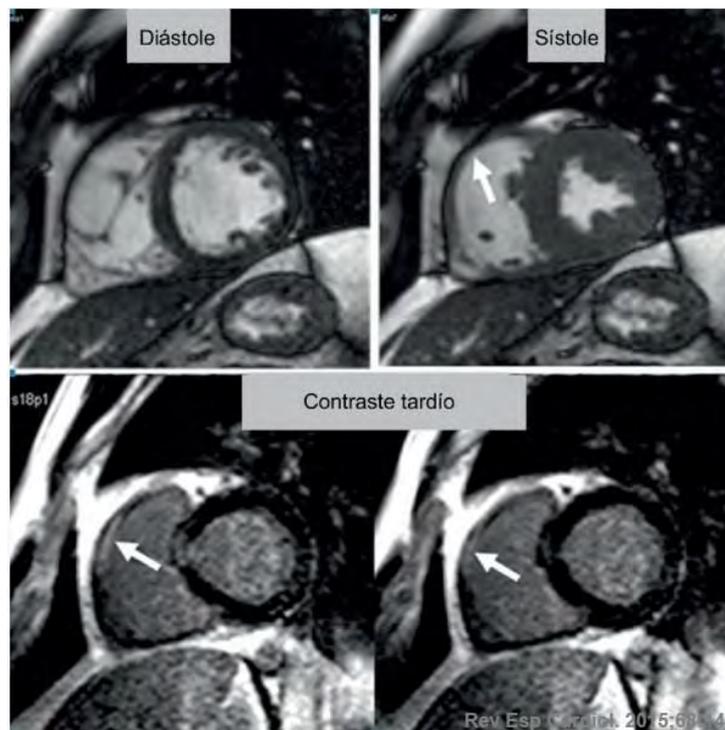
Fuente Gómez 2015. Cardiorresonancia magnética, que muestra alteración de la contractilidad segmentaria a nivel de cámara de salida del ventrículo derecho (flecha en panel superior), que coincidía con una zona de captación de contraste tardío compatible con necrosis (flechas en el panel inferior).²⁵
